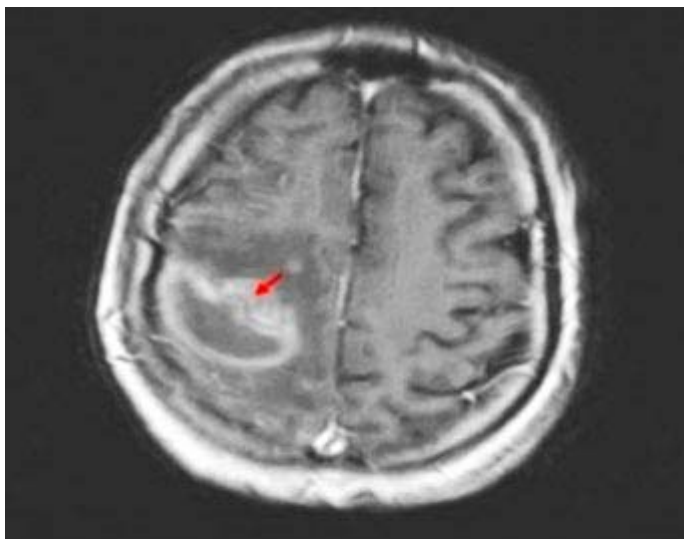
Resonancia magnética simple de cráneo. Sagital T1. Se observa lesión en región frontoparietal derecha de aspecto nodular, hiperintensa, en forma de anillo, que bordea el surco o cisura, rodeada de otra hipointensa.
